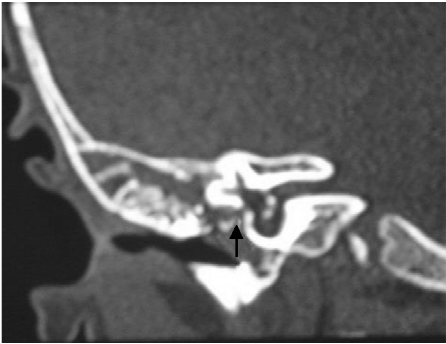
病例 2 颞骨 HRCT 扫描示内耳发育不全,见 Mondini 畸形(冠状位)
